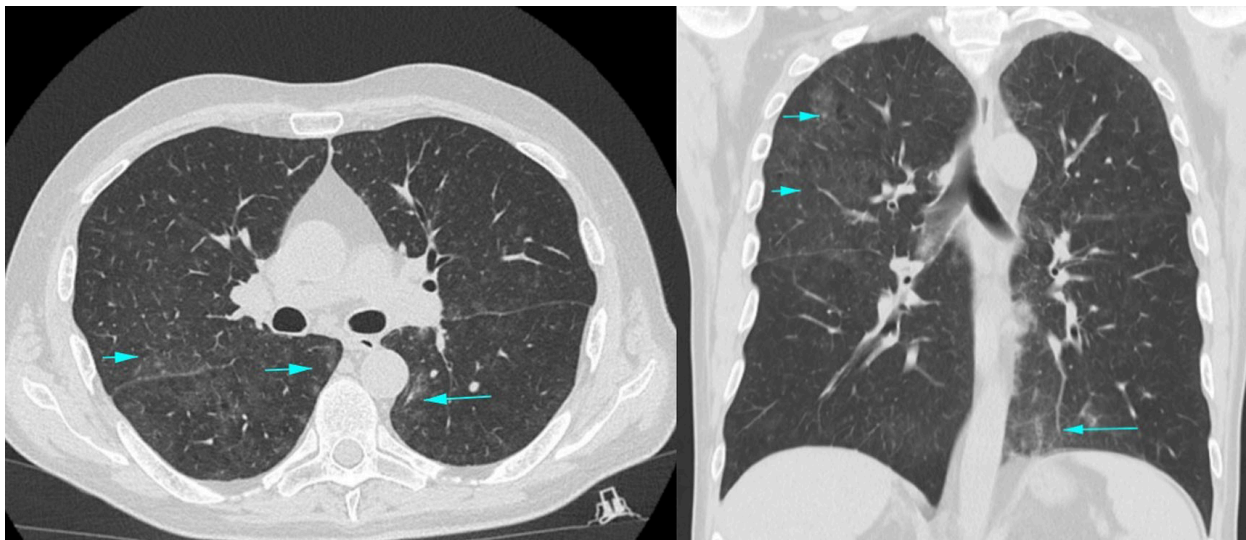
КТ сканы легочной ткани в аксиальной (А) и фронтальной (Б) проекциях после первого курса химиотерапии. В обоих легких определяются распространенные участки альвеоларно-интерстициальной инфильтрации по типу «матового стекла», с утолщением междолькового интерстиция и мелкими внутридольковыми очагами (стрелки) — картина двусторонней интерстициально-очаговой пневмонии
